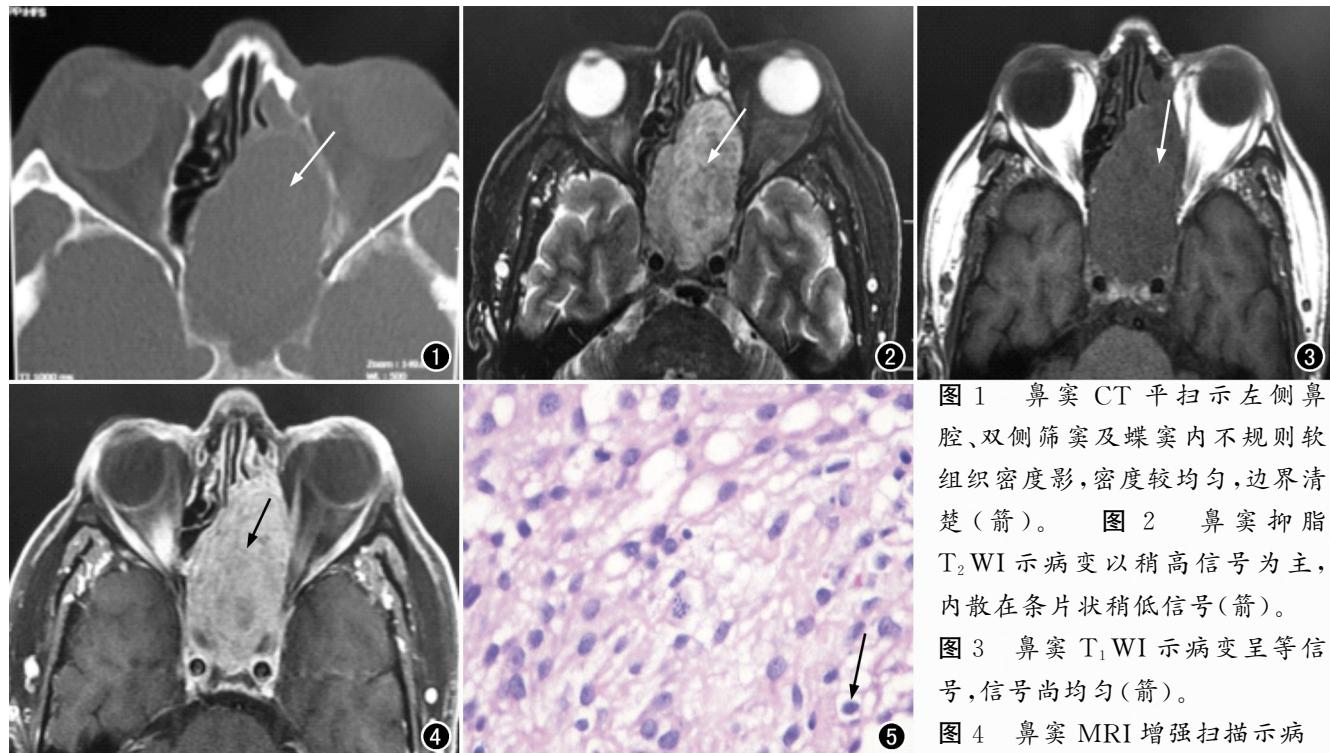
鼻窦 CT 平扫示左侧鼻腔、双侧筛窦及蝶窦内不规则软组织密度影, 密度较均匀, 边界清楚(箭)。图 2 鼻窦抑脂 T<sub>2</sub>WI 示病变以稍高信号为主, 内散在条片状稍低信号(箭)。
